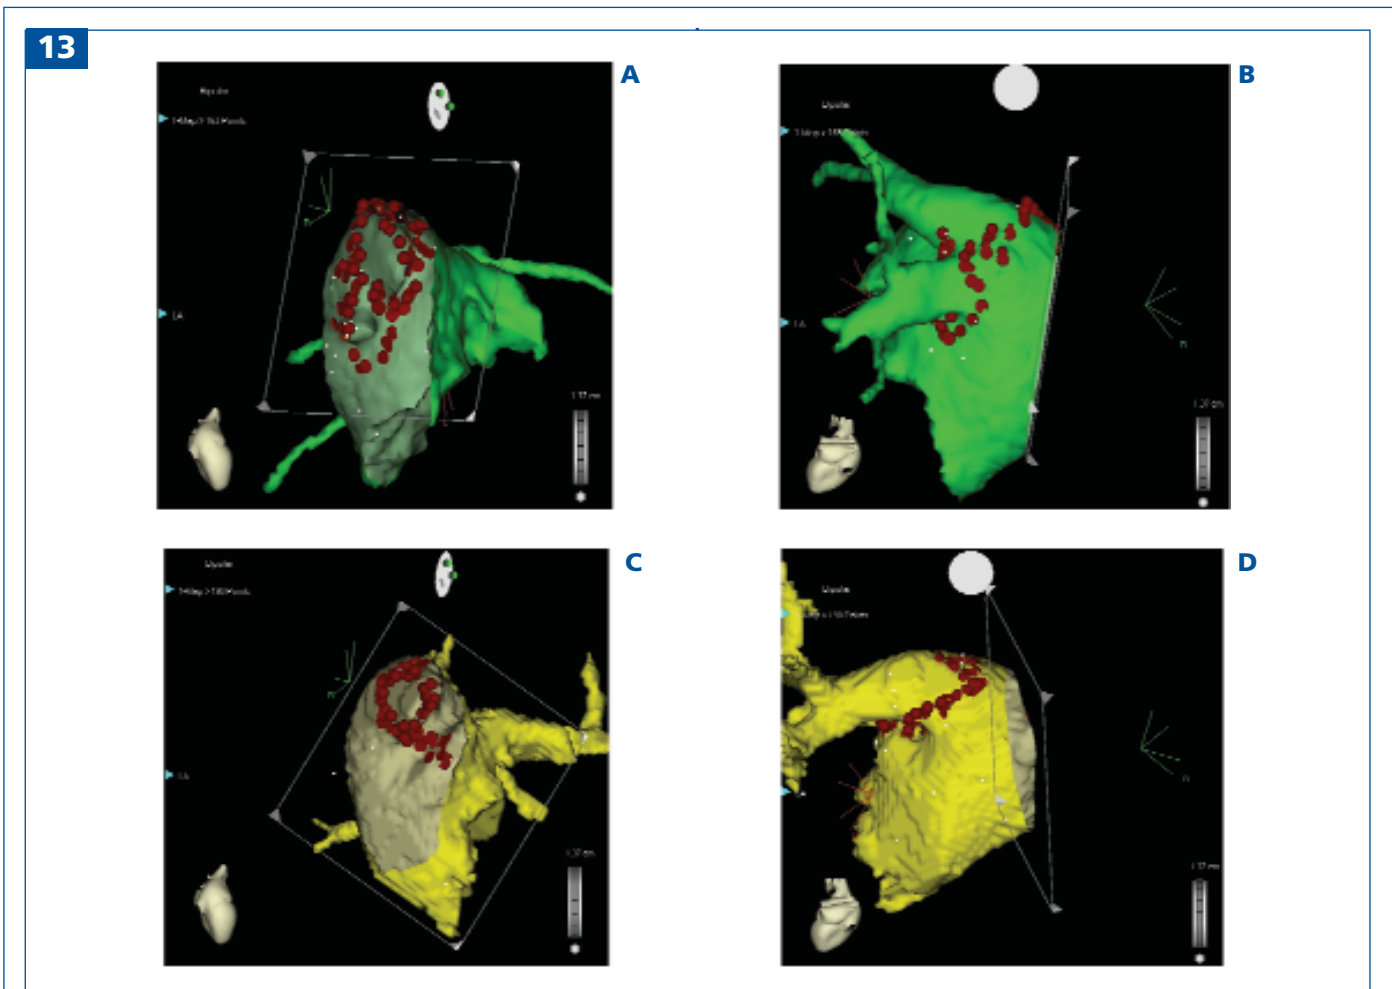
Due esempi di encircling delle vene polmonari di sinistra con immagini RM; nelle immagini (A) e (B) sono presenti vene polmonari ben separate, mentre in (C) e (D) un ostio comune. La strategia ablativa (i punti rossi sono i punti dove viene erogata RF) è diversa a seconda dei casi; in A e in C è possibile apprezzare come la funzione di clipping plane consenta di visualizzare strutture complesse come il cerchione tra l'auricola e le vene polmonari di sinistra. Immagini gentilmente fornite dalla Dott.ssa Bongiorno (Pisa).
